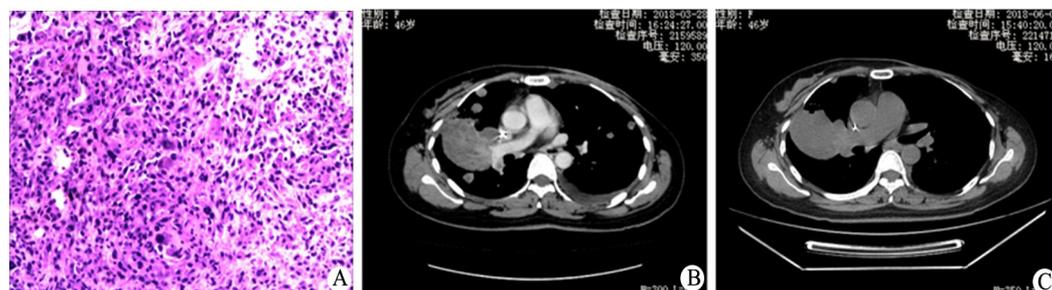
乳腺癌肉瘤H-E染色(A,×100)及阿帕替尼治疗前(B)、后(C)CT变化
